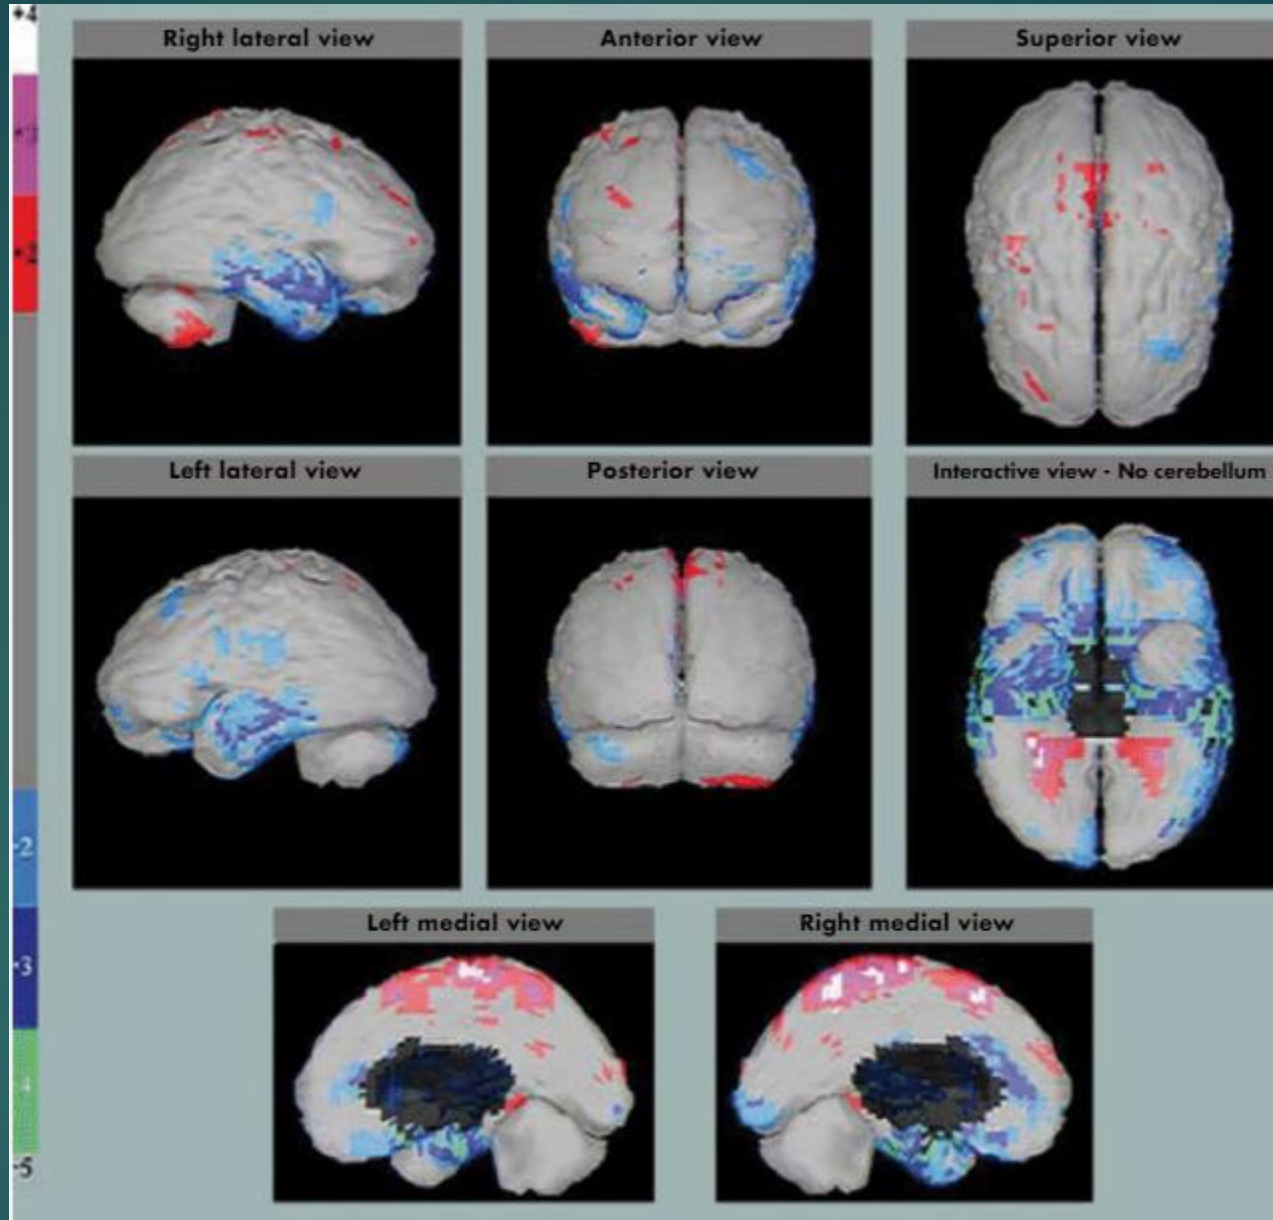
NeuroSPECT of marijuana-only-using student. There are function diminishment areas at 2, 3 and 4 standard deviations under the normal average (light blue, blue and green) concentrated especially in both temporal lobes in the mesial aspect and projecting both hippocampi. Also, subgenual bilateral hypoperfusion is observed in the Brodmann's area 25, which is an area that controls mood. There are bilateral lateral temporal hypoperfusion and multifocal areas in the frontal cortex, besides hypoperfusion in both anterior cingulates.
